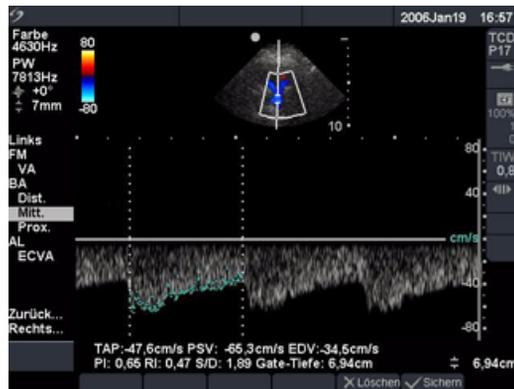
Transkranieller Doppler (TCD)
